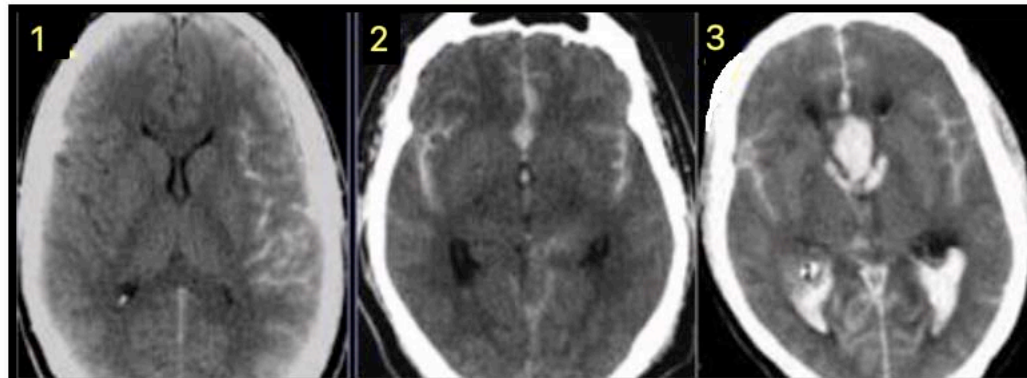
TDM cérébrale : hémorragie méningée grade 1,2 et 3de Fisher (83).
